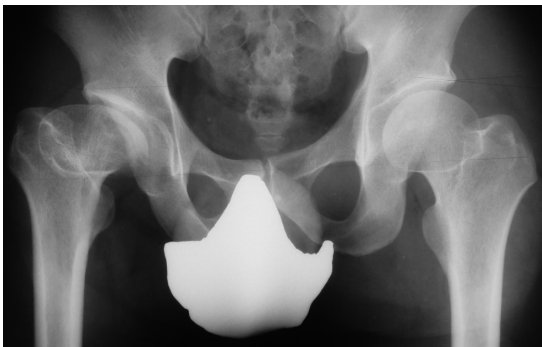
股関節単純X線正面像(32歳：発症22年後)
